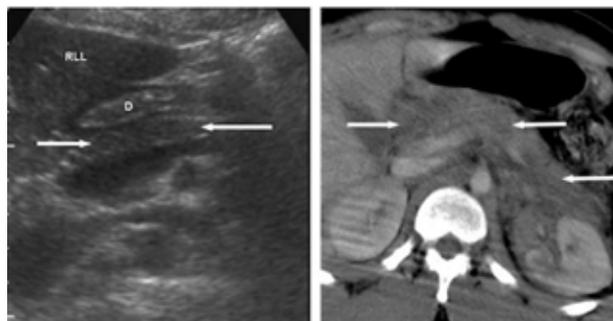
Trauma pancreático en adultos. La imagen "a" es de ecografía, la imagen "b" es de tomografía computarizada ².
